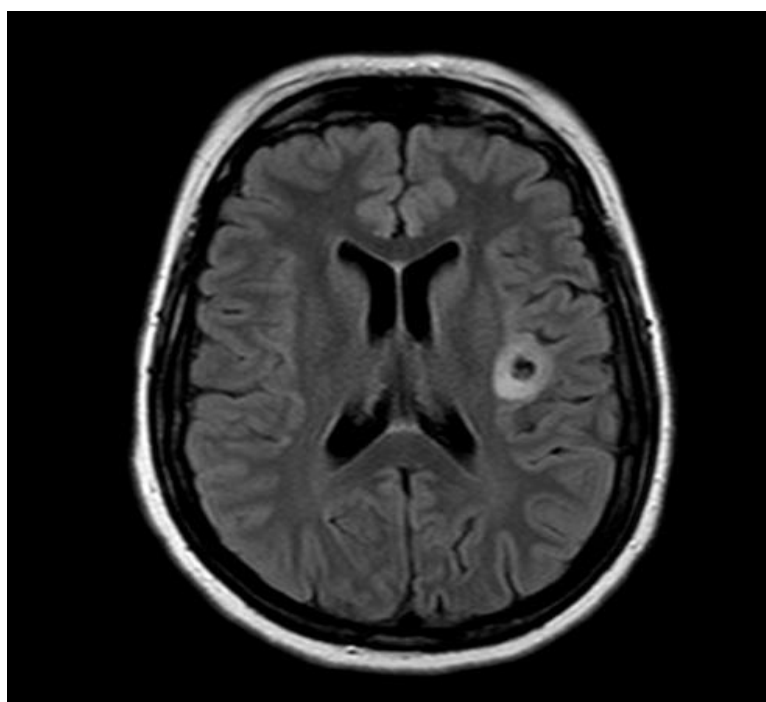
Ressonância magnética de encéfalo, mostrando a mesma lesão.
